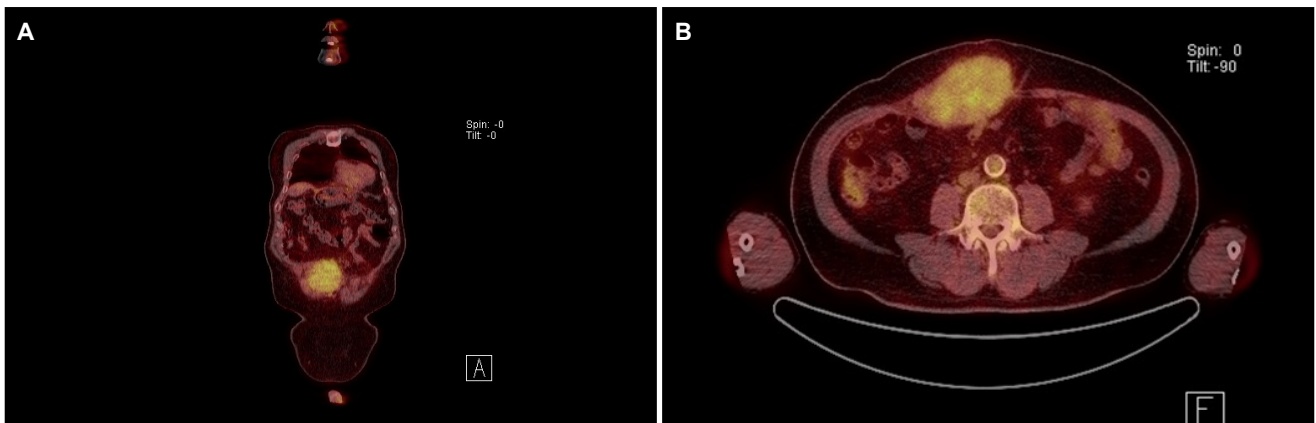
(A, B) Positron emission tomography-computed tomography findings. Hypermetabolic mass lesion was noted in the right rectus abdominis muscle. Otherwise, no definite abnormal hypermetabolic lesion was found on the torso image.
